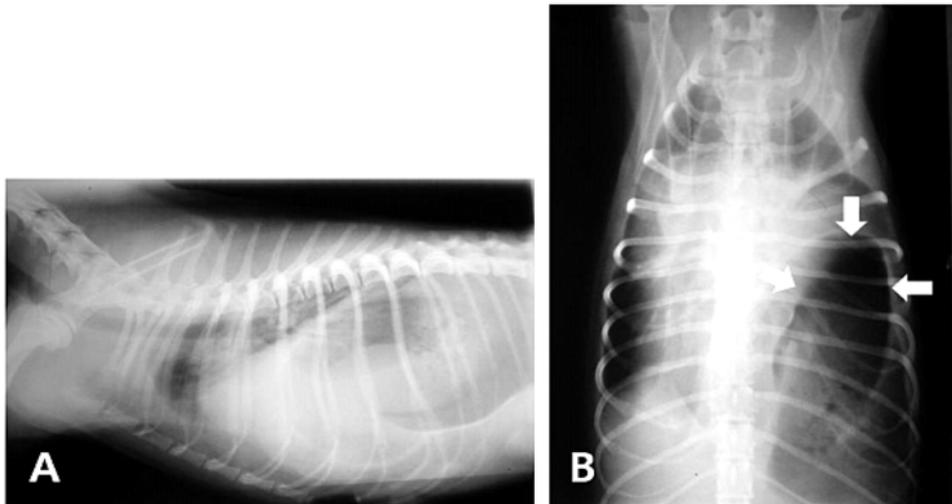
Thoracic radiographs of case 2. (A) On lateral view, loss of the diaphragmatic line and loss of the cardiac silhouette are observed. (B) On ventrodorsal view, the herniated stomach is observed in left thoracic cavity (arrows).
